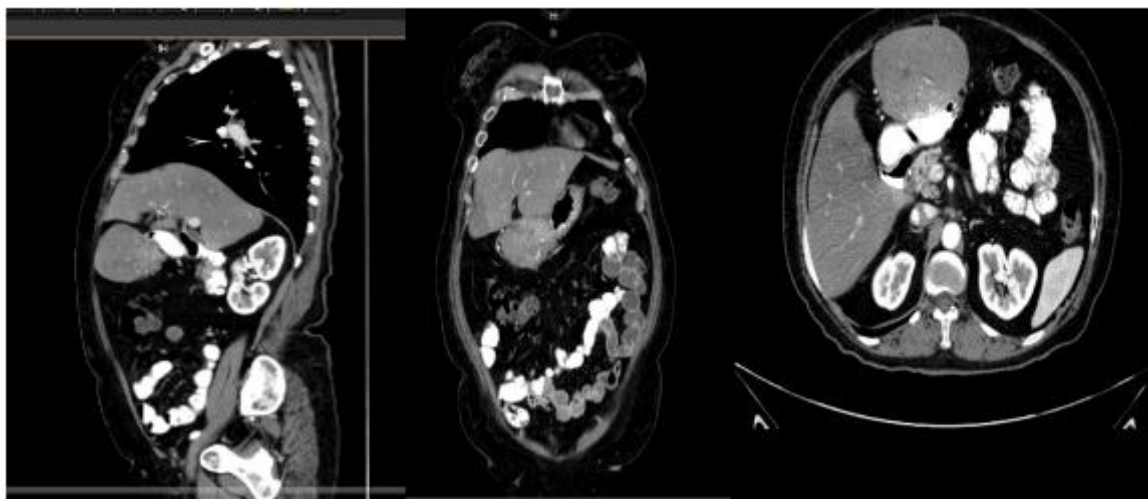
Tumor GIST por TAC, corte sagital, coronal y axial. El tumor se encuentra subhepático proviene del antro gástrico.
